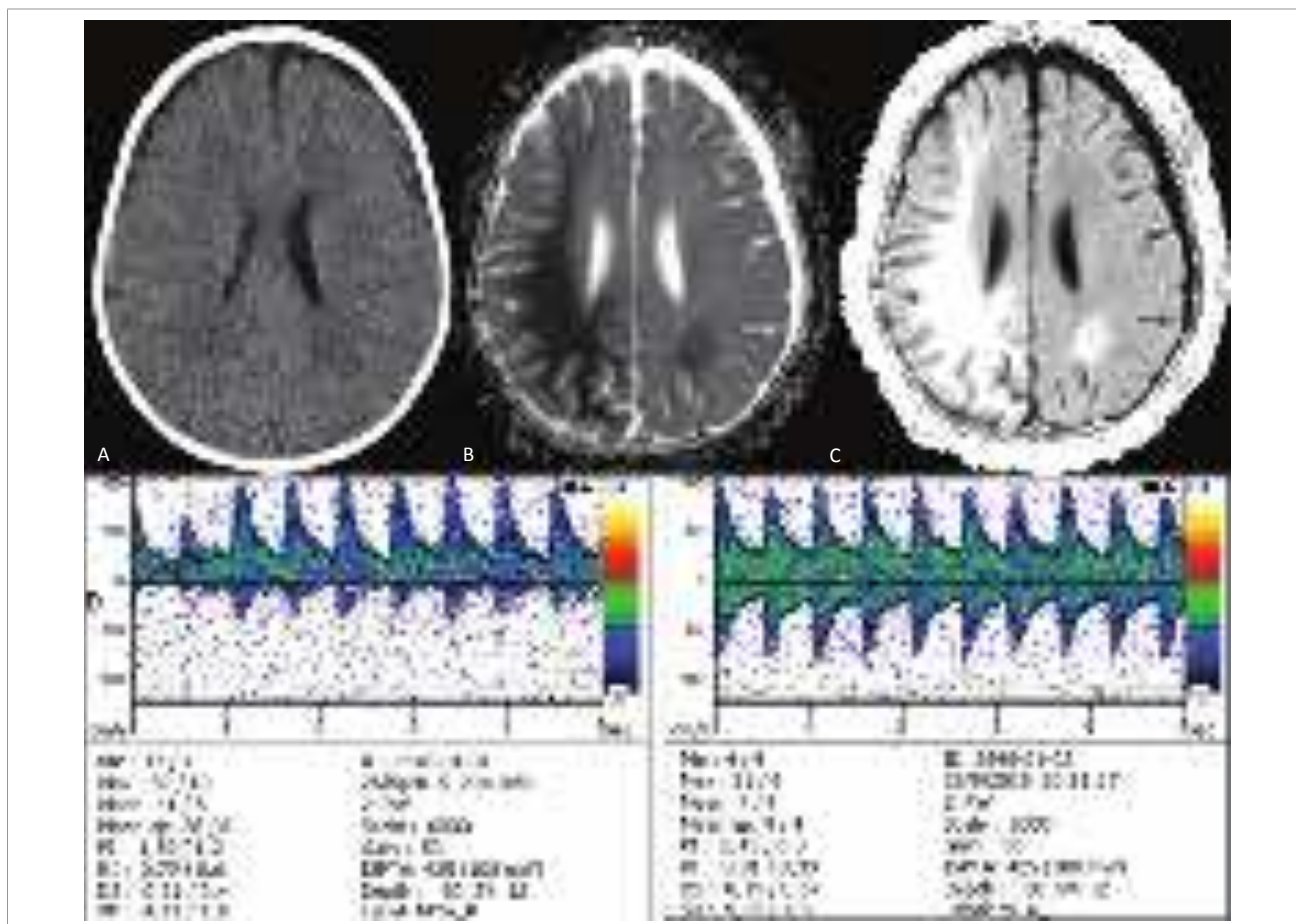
(A) Tomografia de crânio com discreto apagamento de sulcos na convexidade. (B e C) Ressonância magnética de encéfalo demonstrando extensa lesão isquêmica à direita e pequena à esquerda. Na parte inferior, Doppler transcraniano das artérias cerebrais médias (ACM) direita e esquerda mostra hiperdinamia circulatória encontrada em estado pós-convulsivo e aumento local do metabolismo na ACM direita em relação à E. Observa-se desacoplamento do fluxo e metabolismo por comprometimento local da autorregulação, possivelmente responsável pelo evento isquêmico. Após a correção hemodinâmica e o tratamento das crises convulsivas, houve correção do fluxo sanguíneo cerebral e progressiva reversão parcial dos déficits neurológicos.
